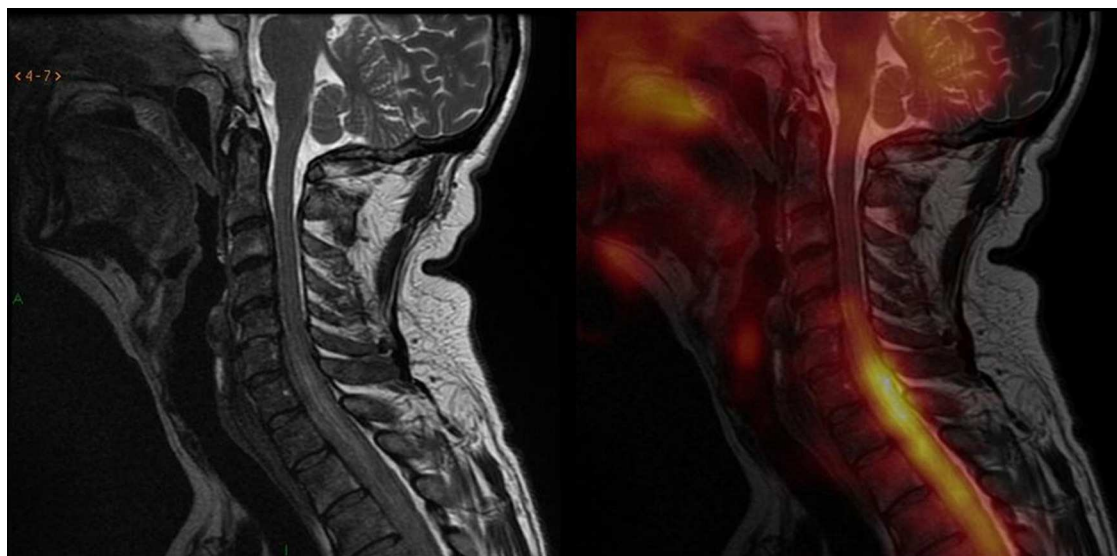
Imágenes de fusión entre la resonancia magnética y la tomografía por emisión de positrones en secuencia sagital ponderada en T2 en la columna cervical: hay alteraciones de intensidad de señal a nivel de la médula, en la transición cérvico-dorsal, a partir de aproximadamente el espacio intervertebral C5-C6; así como también se notan alteraciones en la intensidad de señal del líquido cefalorraquídeo, coincidente con el hipermetabolismo descrito por el estudio PET a nivel de la médula espinal. Inicialmente se creyó que era un componente de tejido blando epidural, fundamentalmente anterior, que generaba evidente compresión medular, provocando cierta hiperintensidad intramedular (sugestiva de edema medular de carácter compresivo). Esta hacía difícil descartar totalmente cierto grado de infiltración de la estructura medular.
